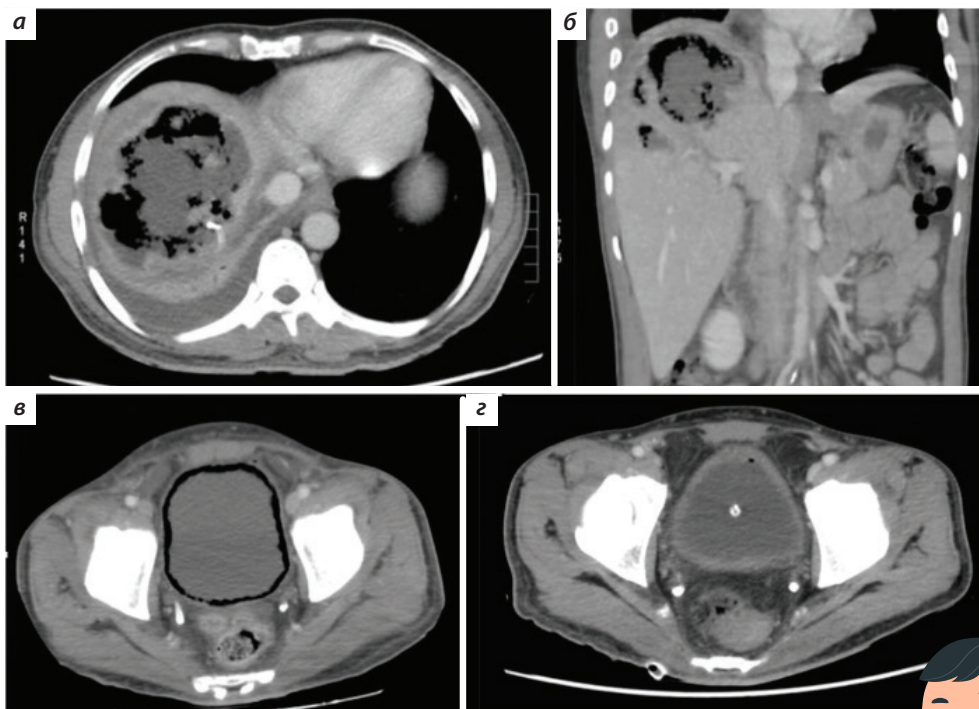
Компьютерная томография органов брюшной полости.
